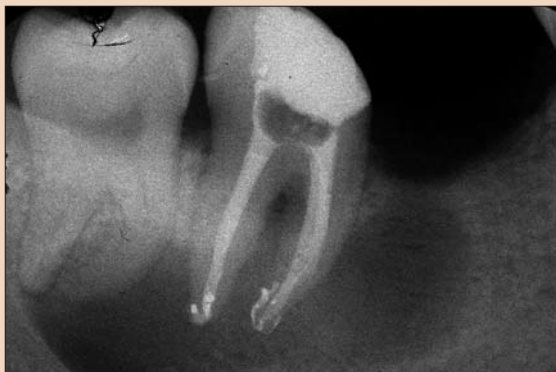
Рентгеновский снимок, сделанный после лечения; поставлена временная пломба.
